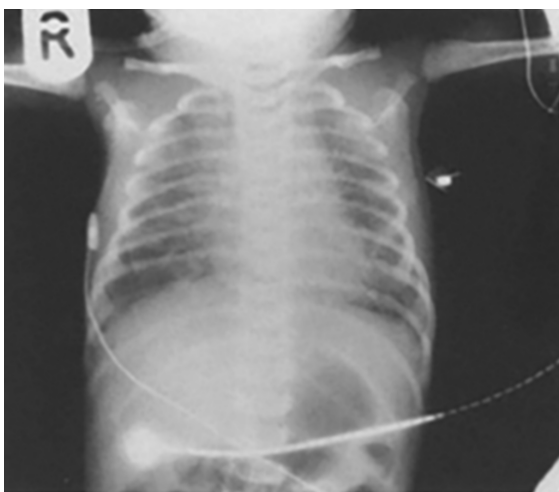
Рентгенограмма ребенка с САМ: распространенные несимметричные неоднородные инфильтративные затенения на фоне вздутия легочной ткани.
